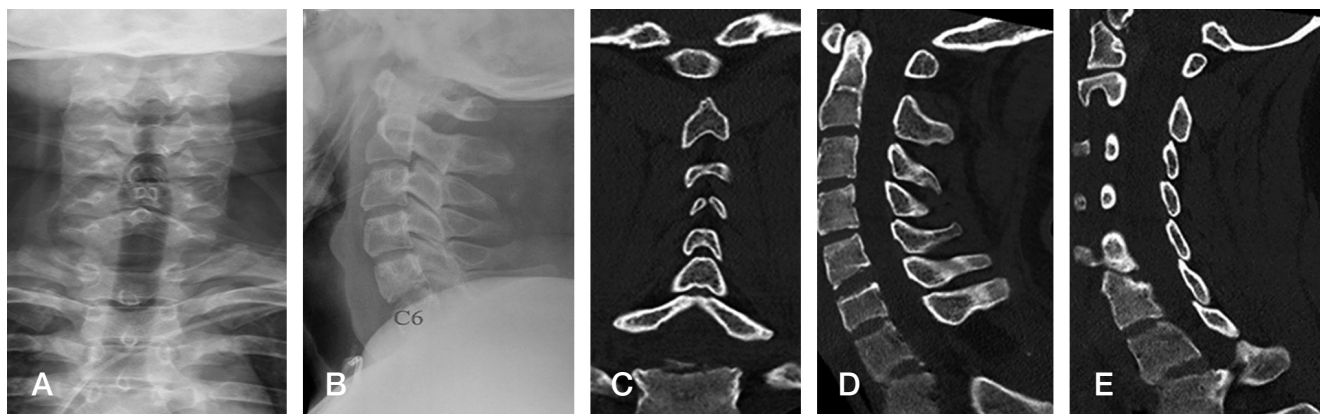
(A-B) The initial anteroposterior and lateral view of plain radiographs. (C-E) Initial CT coronal and sagittal images. There was a bilateral facet dislocation of distractive flexion stage III between C7 and T1.
